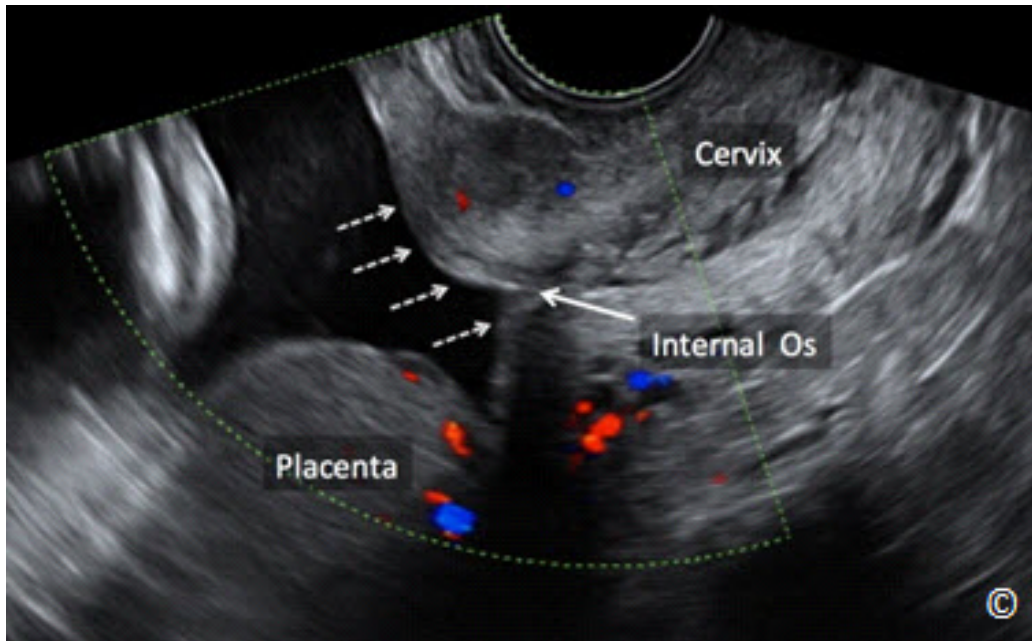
Ultrasonido transvaginal con Doppler de color a las 32 semanas que muestra la ausencia de vasa previa (flechas discontinuas) en un embarazo que tenía una placenta previa durante el segundo trimestre. Obsérvese que la placenta ya no cubre el orificio cervical interno (la etiqueta). El cervix y el orificio interno también están etiquetados para la orientación de la imagen.
